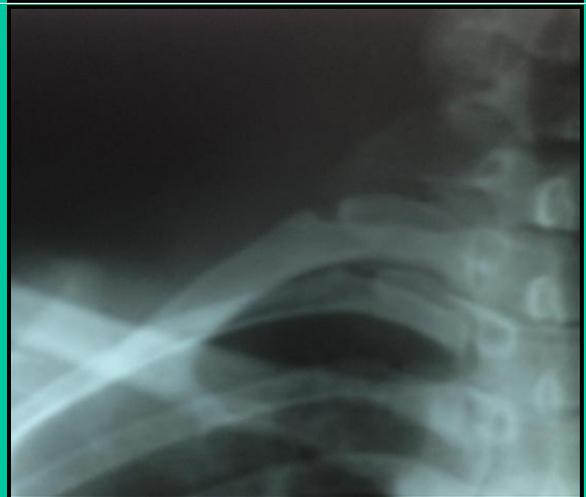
Imagen ampliada de radiografía estándar de tórax de control. Normalidad anatómica.
